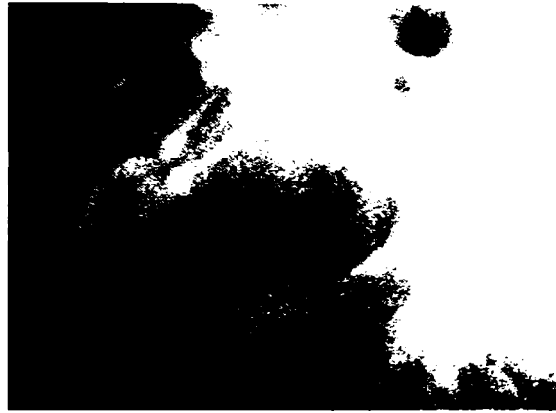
Radiografie hemimandibulă defilată stângă preoperatorie
